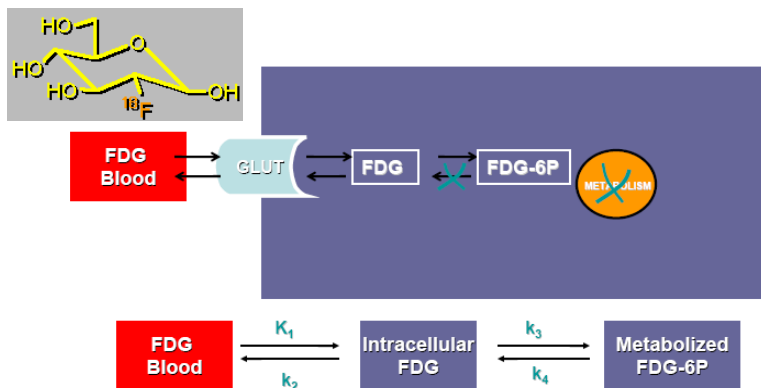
10. Abreviaturas: *FDG Blood* (fluorodesoxiglucosa sanguínea); *Glut* (transportador de glucosa); *FDG-6P* (fluorodesoxiglucosa-6 fosfato).
